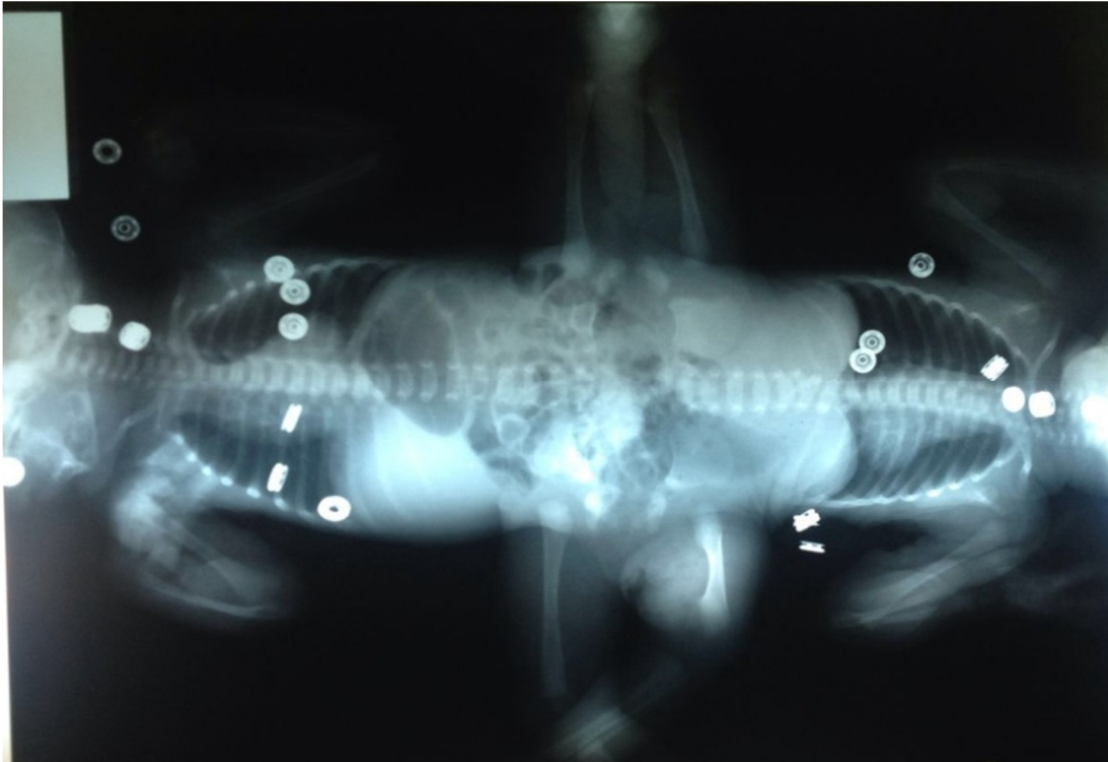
une radiographie standard montrant l'union globale de ce cas de jumeaux ischiopage .
